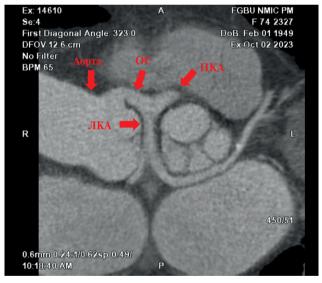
Компьютерная томография сердца с контрастированием. Примечание: OC - общий ствол, $\Pi KA - правая$ коронарная артерия, JKA - левая коронарная артерия.
